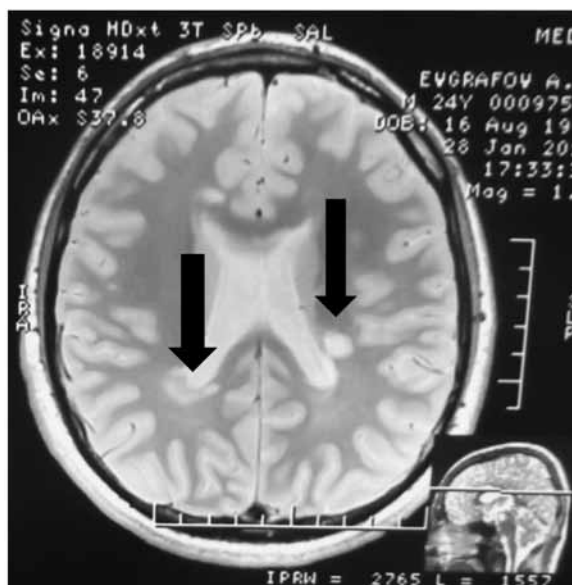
МРТ-очаги перивентрикулярной демиелинизации
